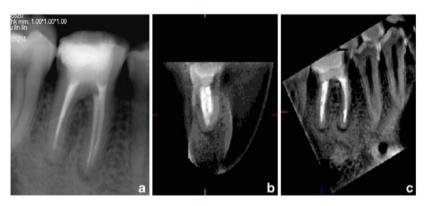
Figura N^s 7 Vacíos en la obturación y lesión periapical detectados por CBCT. Fuente: Yu Hong Liang (2012).
